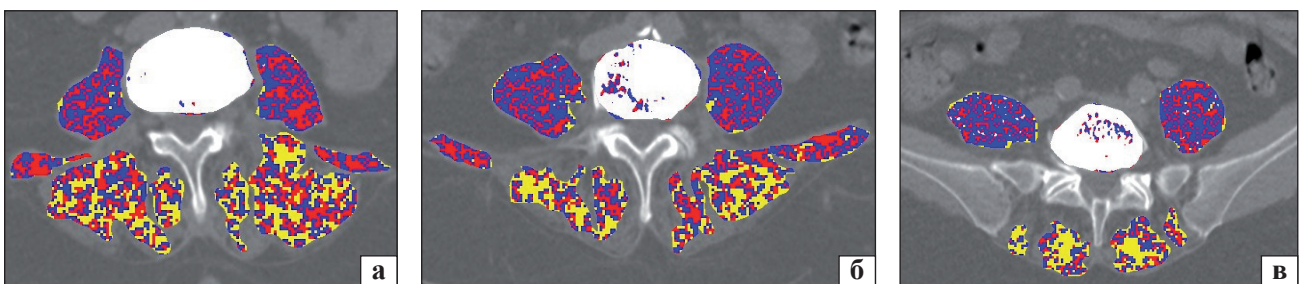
Аксиальні КТ-зрізи паравертебральних м'язів на рівні L_{III}-L_{IV} (а), L_{IV}-L_V (б), L_V-S_I (в), пацієнтка З., 65 років
